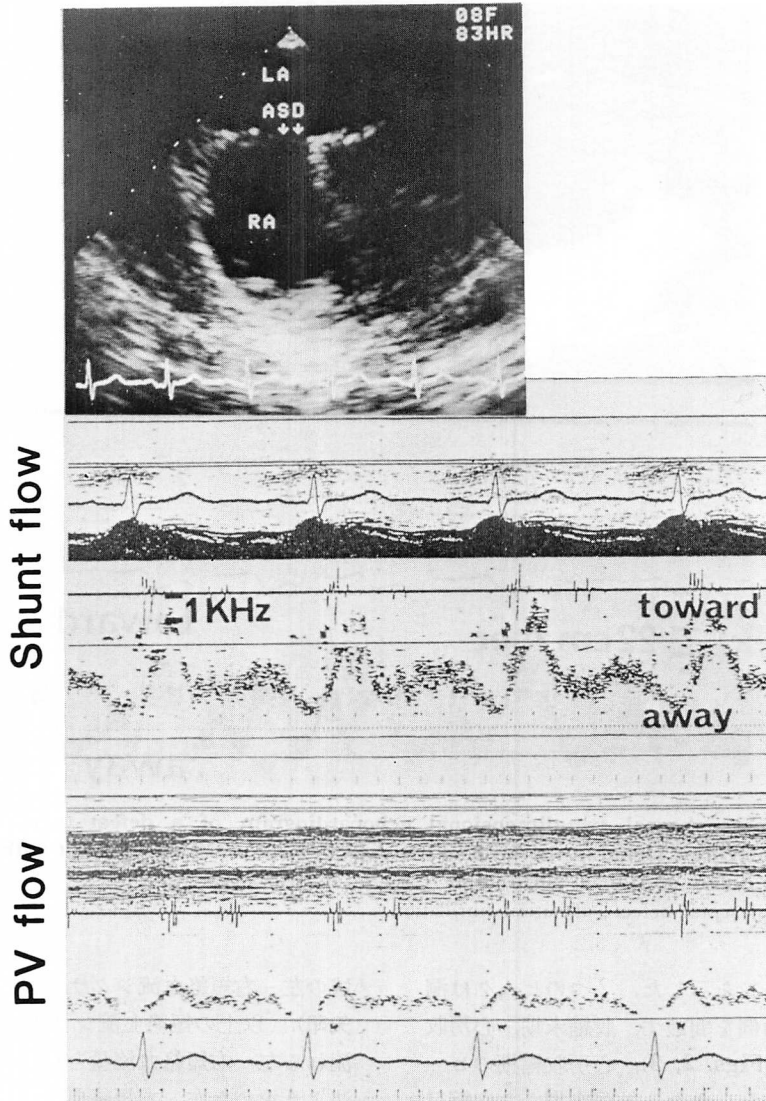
Transesophageal two-dimensional echocardiogram showing atrial septal defect (upper panel), pulsed Doppler flow signal at the center of a defect (middle panel) and left pulmonary venous flow (lower panel) in a patient with secundum atrial septal defect in sinus rhythm (Case 1: 47-year-old woman).
